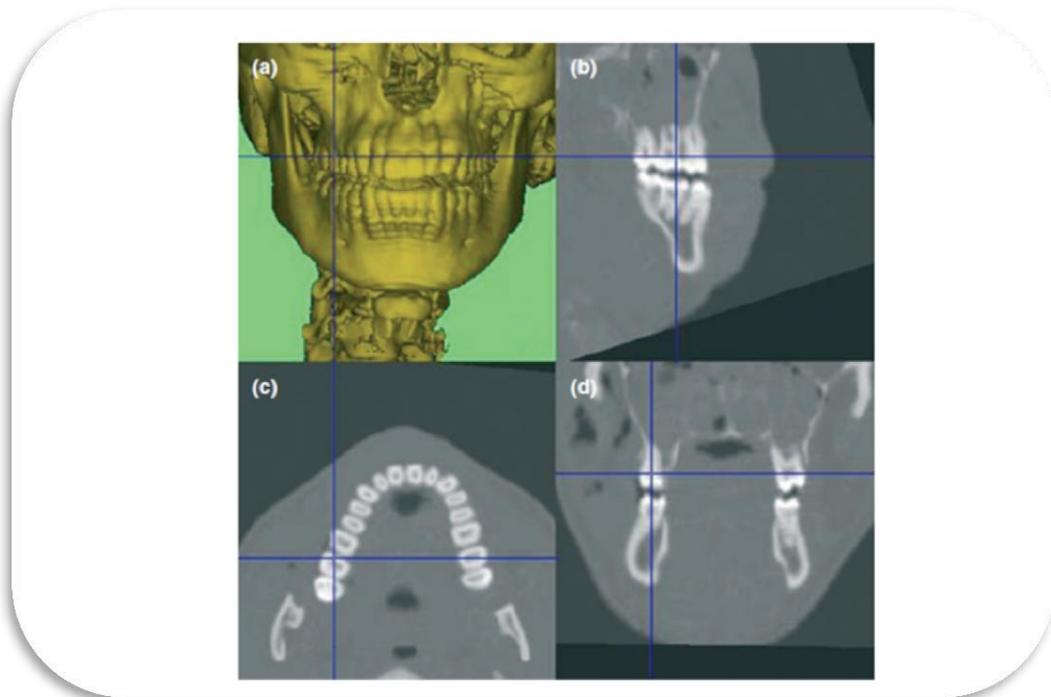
CT <sup>(17)</sup>
